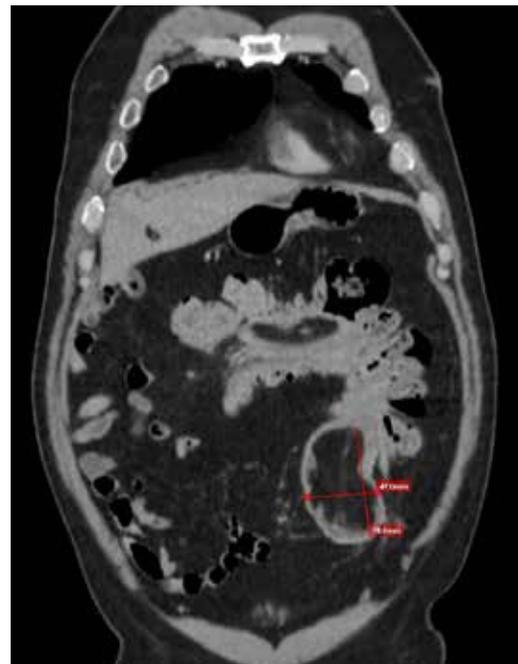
Tomografía de abdomen externa.
